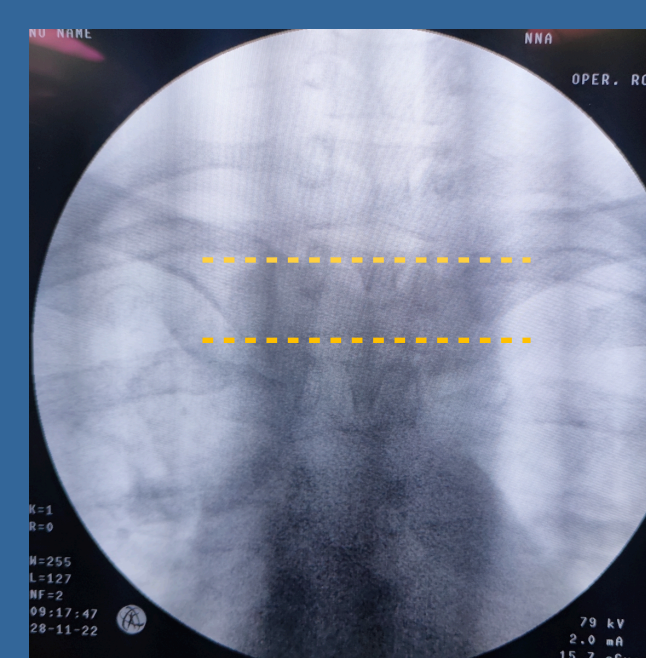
X-ray serendipity view(C-arm) πριν την κλειστή ανάταξη
